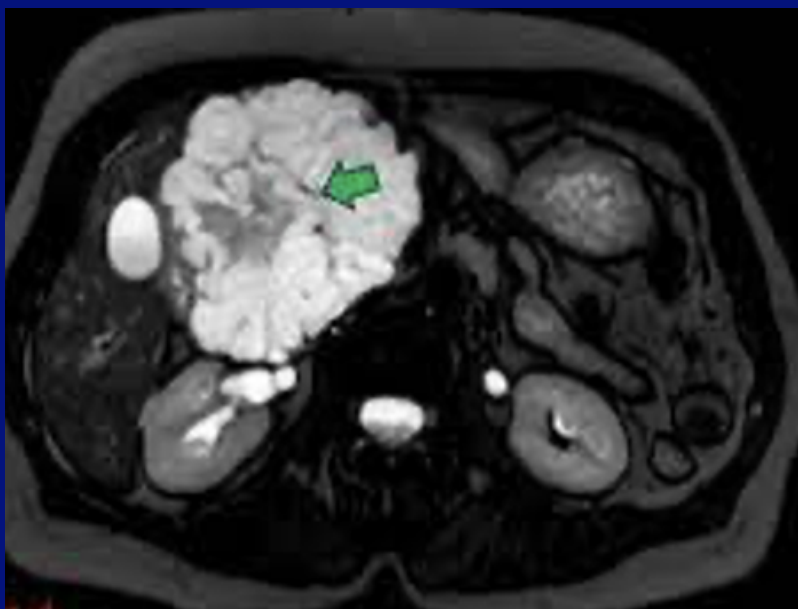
RM. Muestra imagen de una NQM. Patrón de micro quistes (panal de abejas) mas cicatriz central.*
